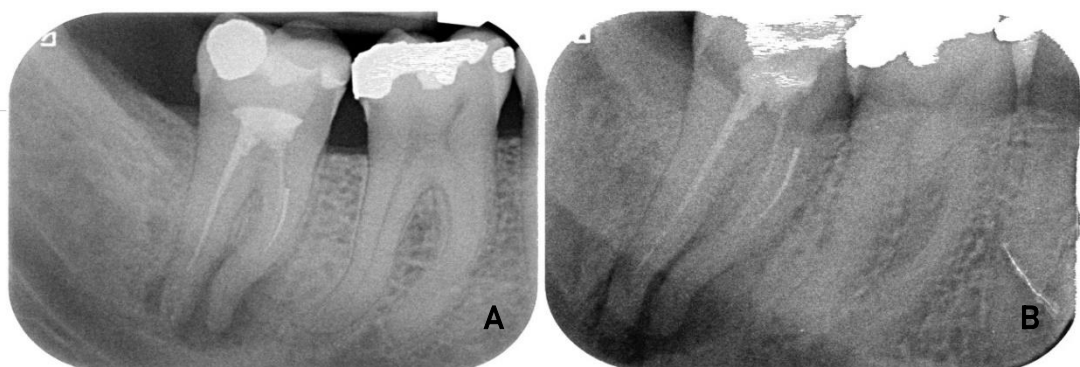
A- radiographie préopératoire orthocentrée d'une 47. B- radiographie disto-excentrée d'une 47
